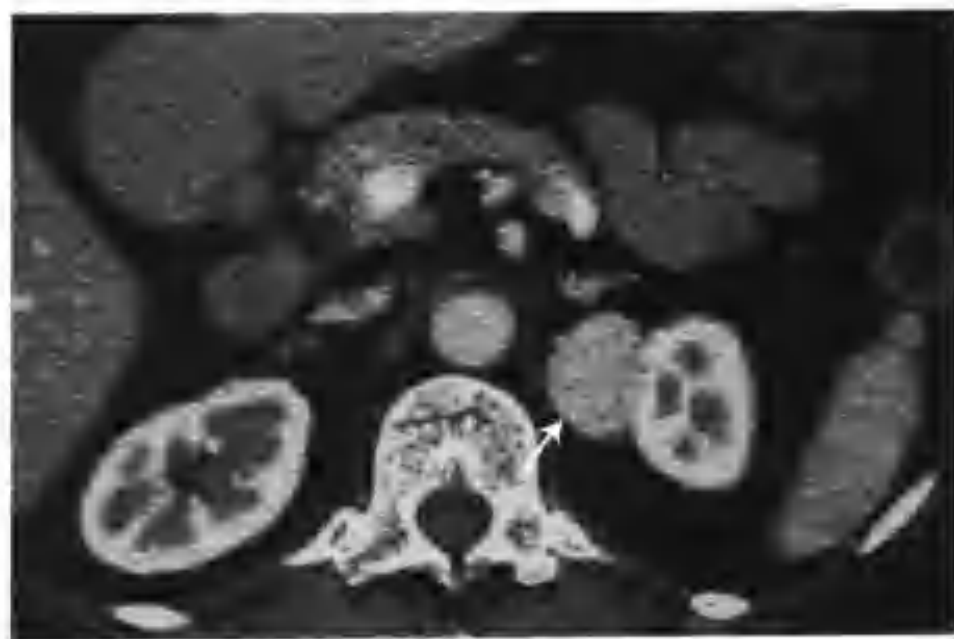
与图 3-1-58 为同一病例, 增强扫描肾皮质期全瘤明显均匀强化, CT 值 141HU , 肿物边界清楚光滑 (箭头)
